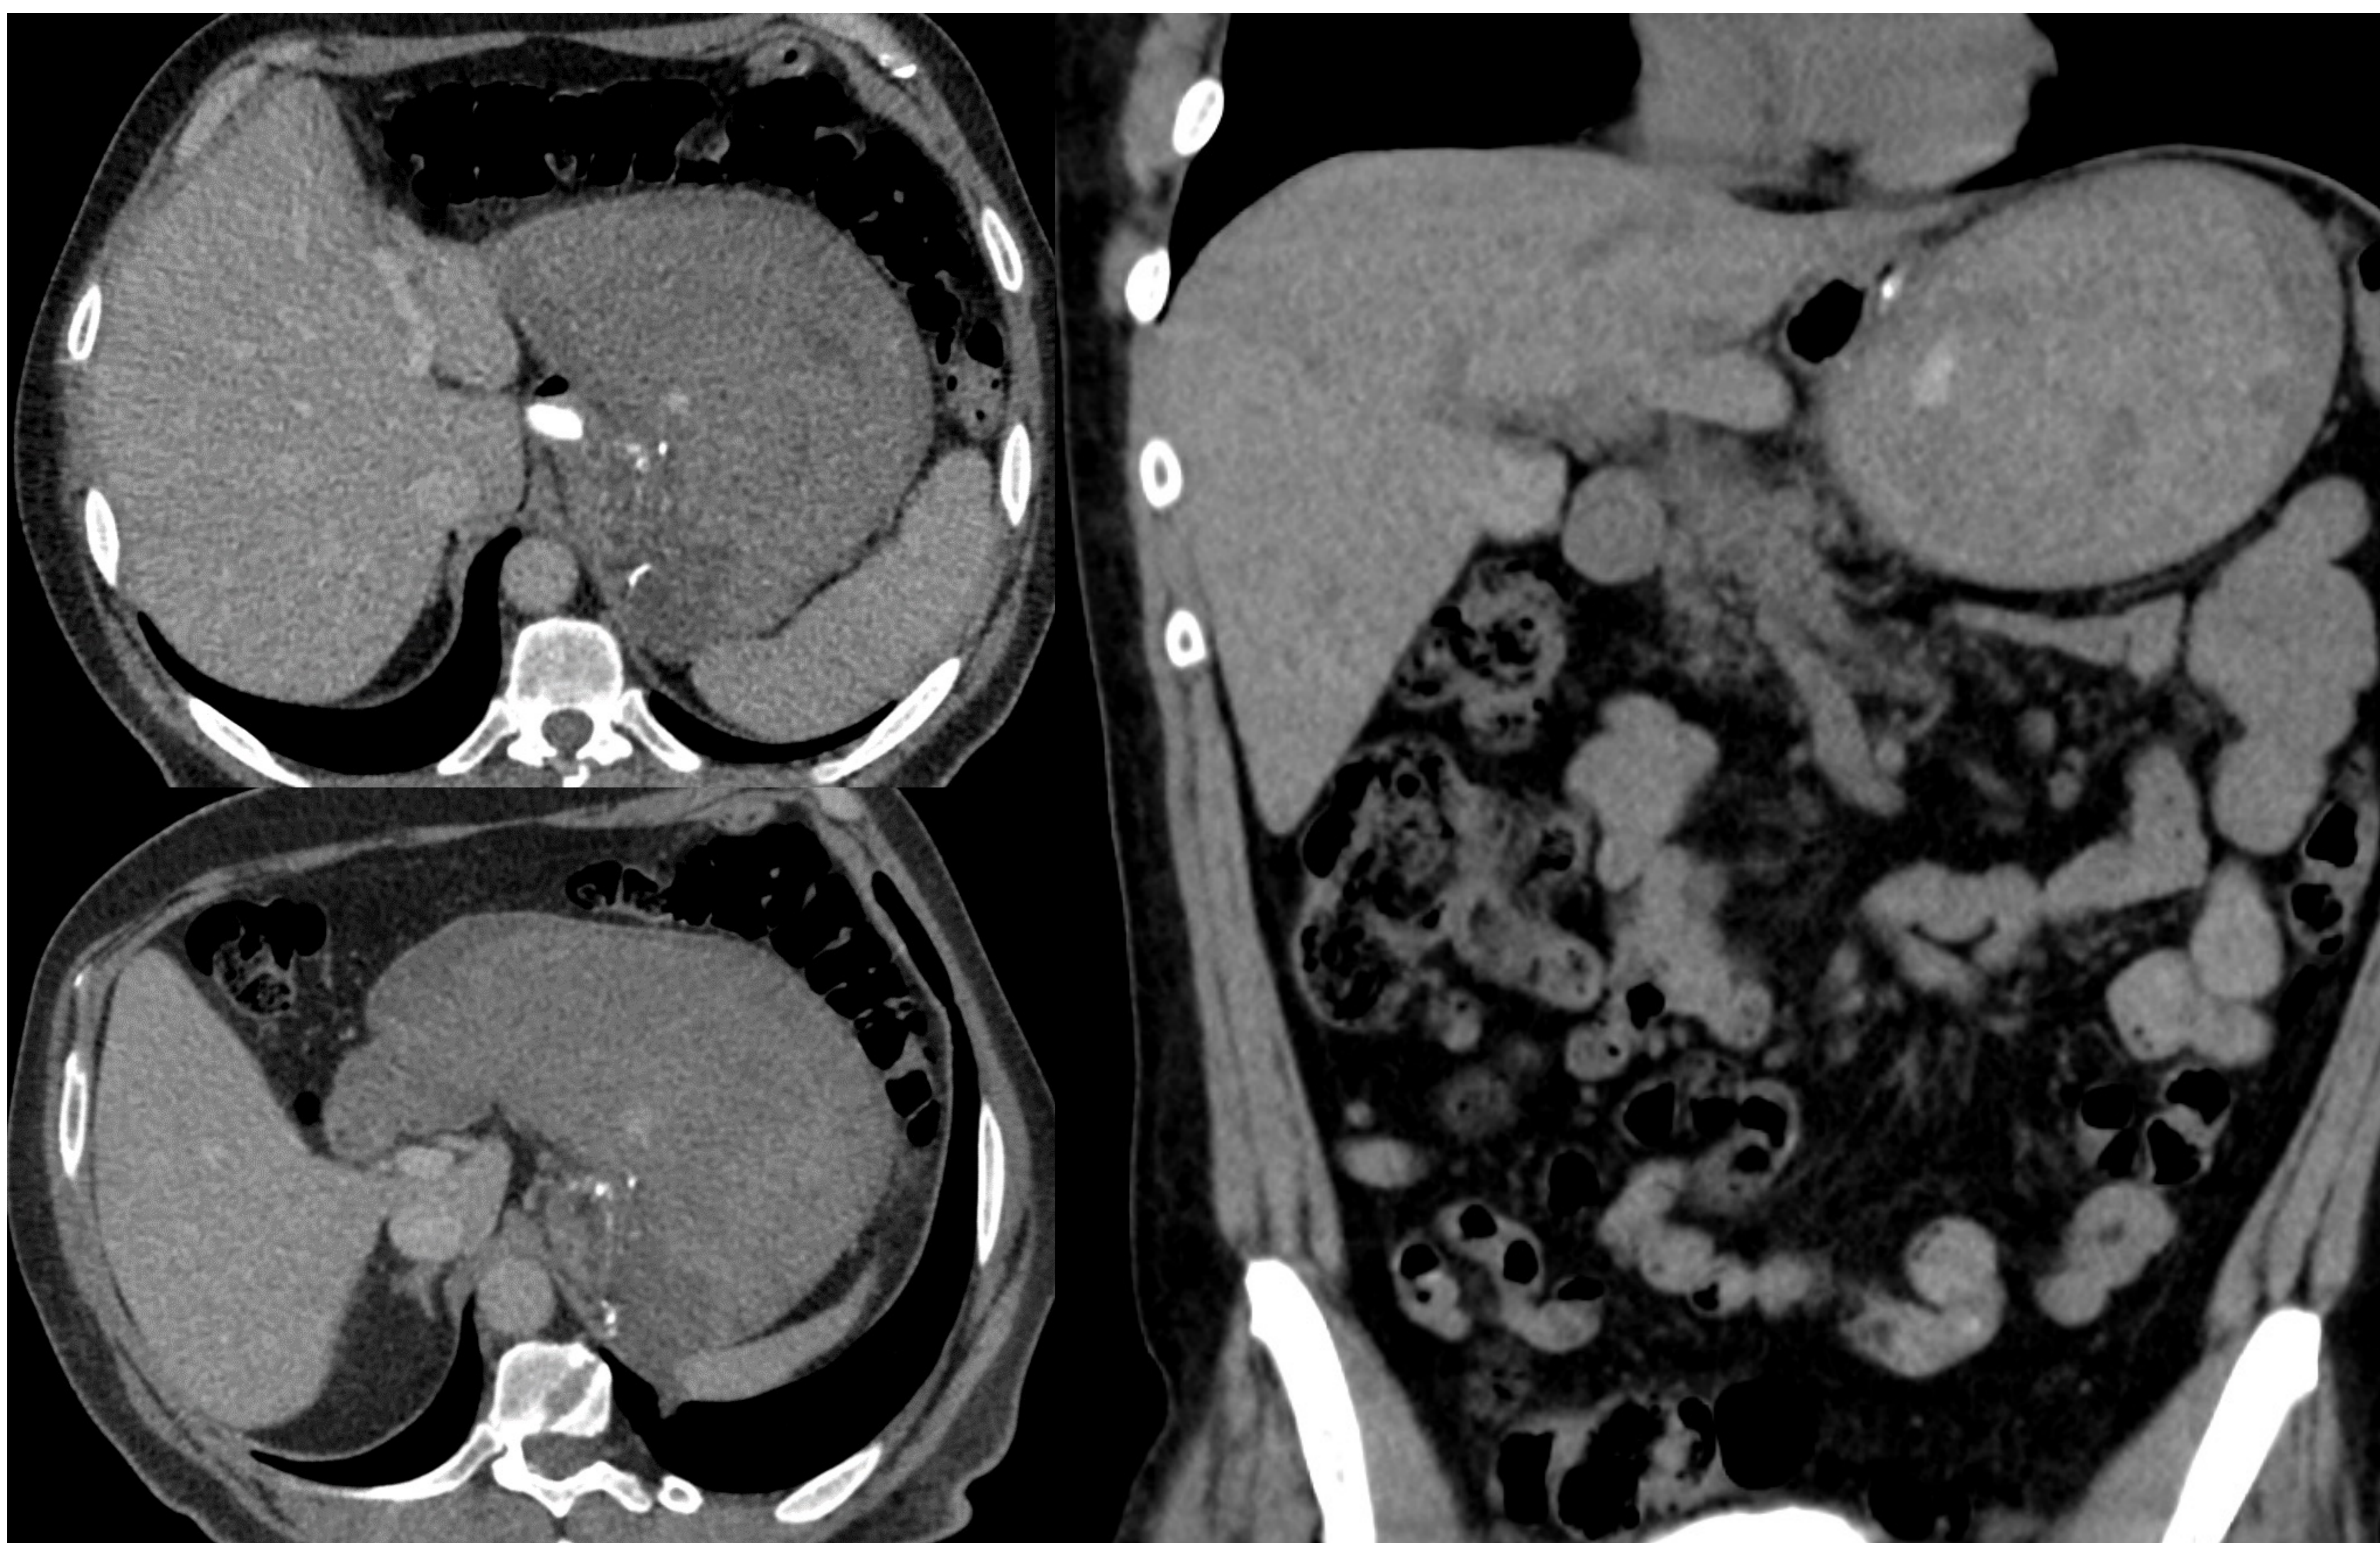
Sangrado digestivo. Mismo paciente que en Figura 4. Acude de nuevo a urgencias a los 10 días con hipotensión y taquicardia. En el TC, se observa gran hematoma en remanente gástrico, con signos de sangrado activo en estudio de angioTC. Se realizó resección gástrica.
